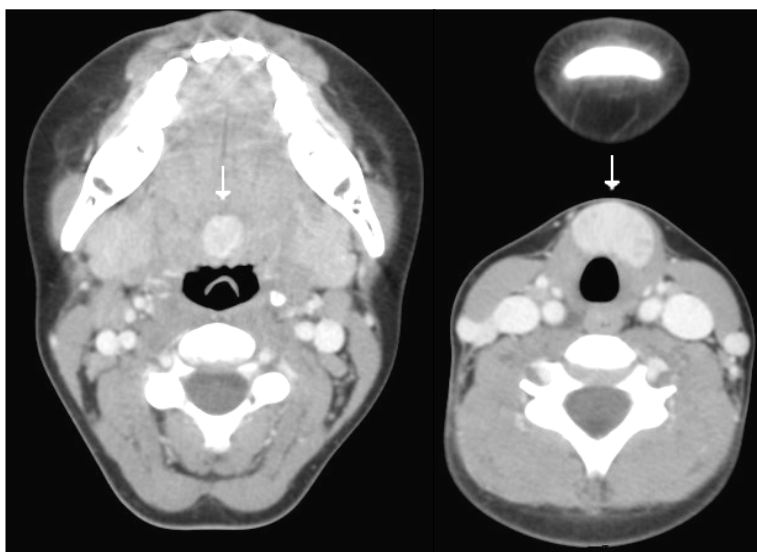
Neck CT images. There are 1 cm and 2.5 cm sized well defined round masses of tongue base and hyoid area on the axial image.
